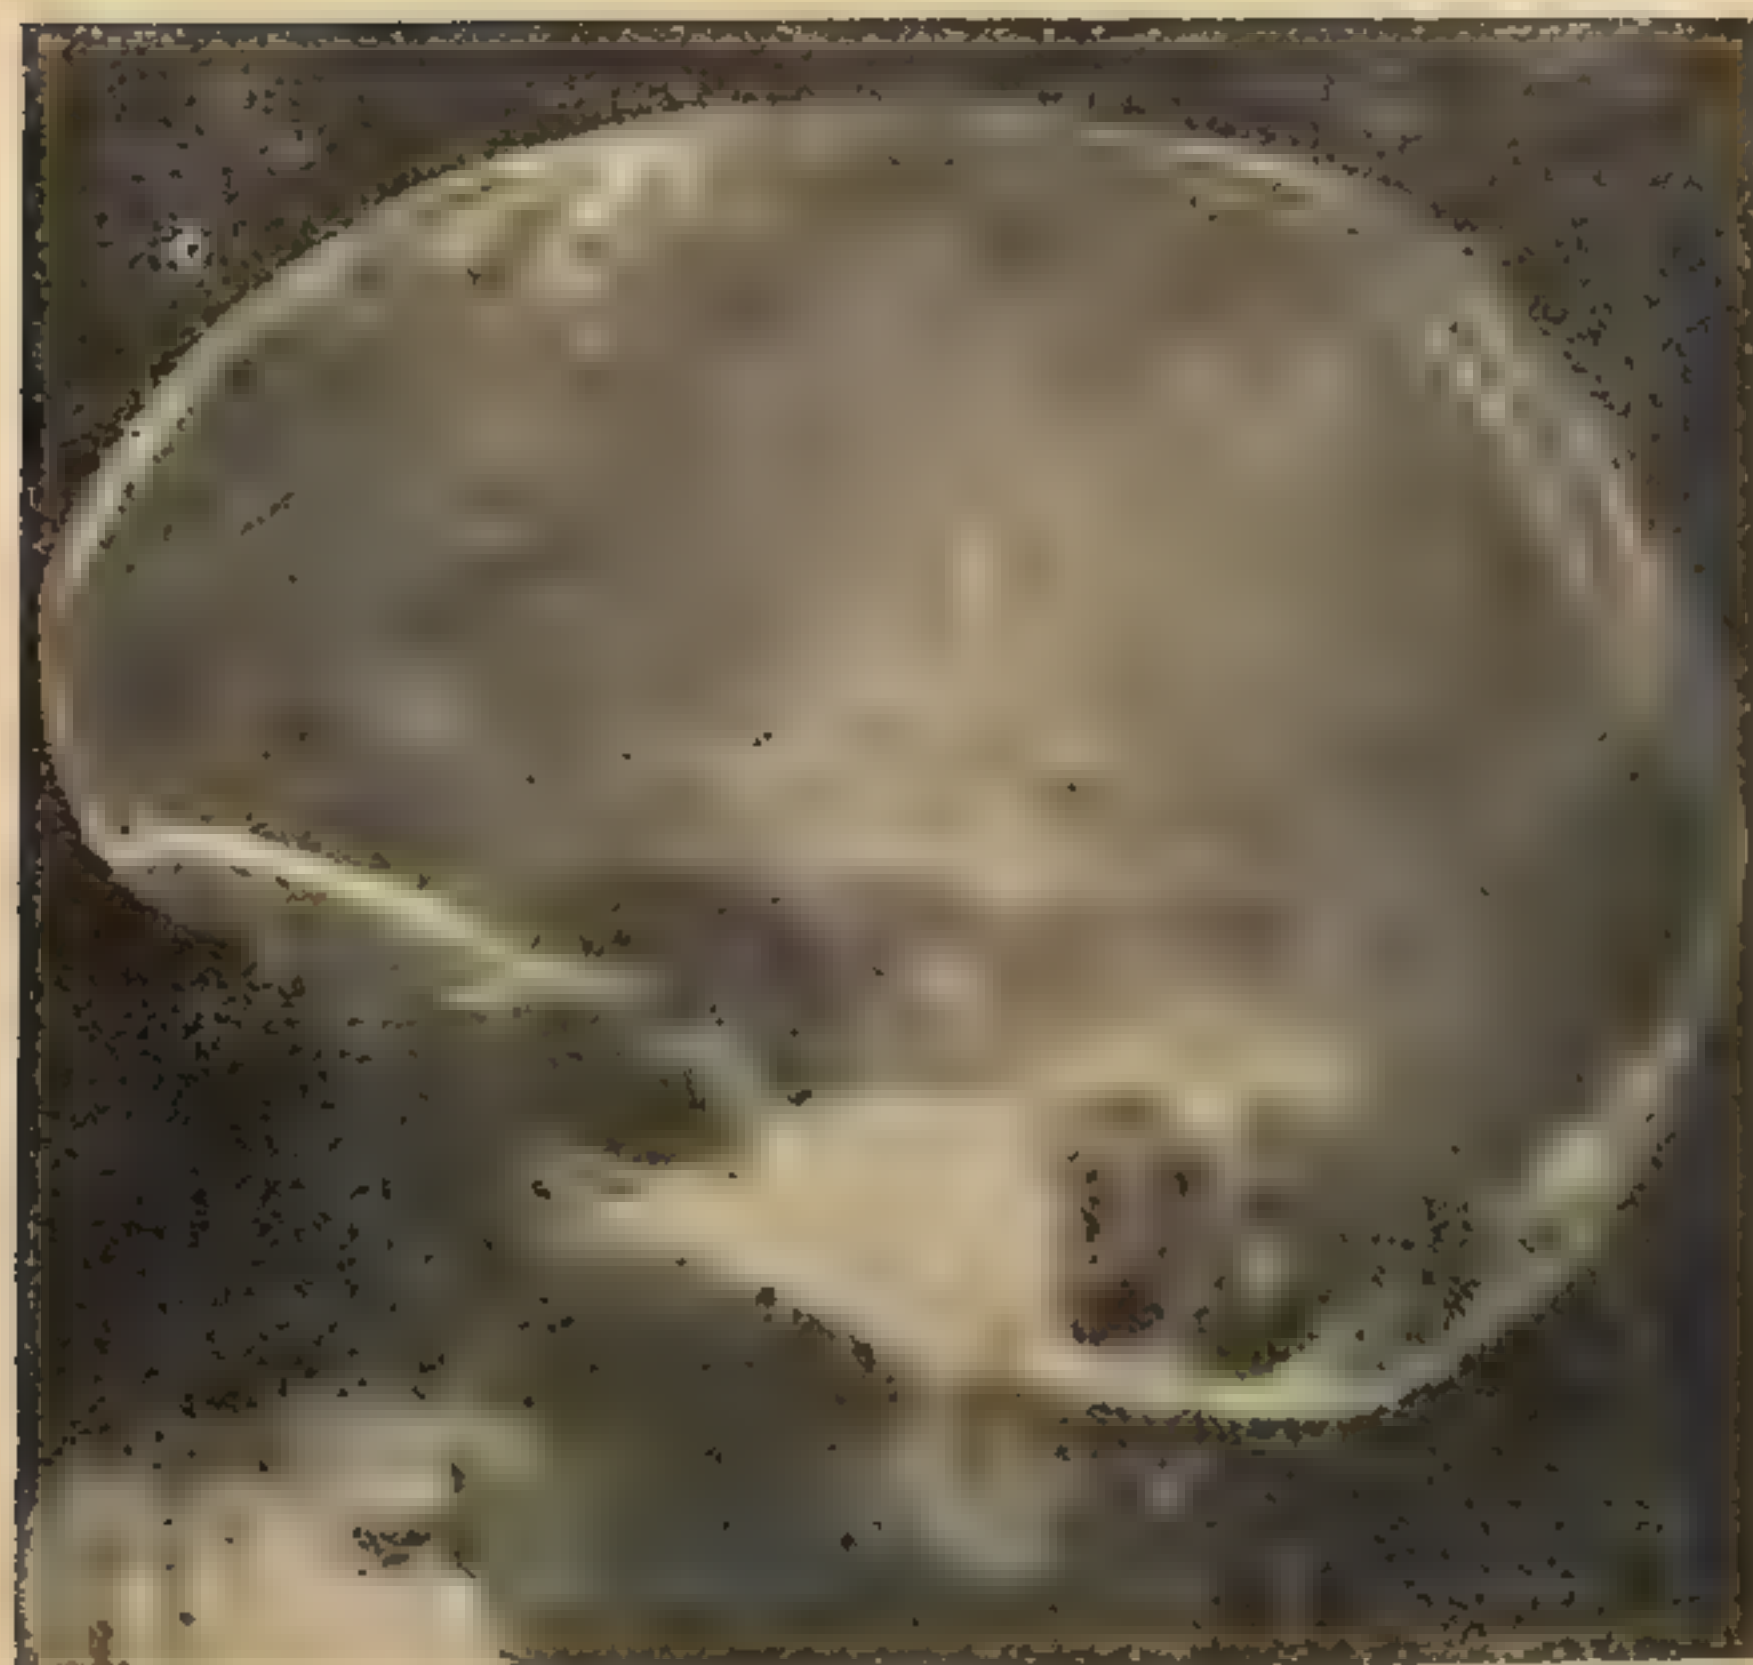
Таня К. 11 лет. Рентгенограммы черепа (фасный и левый профильный снимки). Микроцефалия. Форма черепа—долихоцефальная. Основание черепа уплощено. По ходу коронарного и ламбдовидного швов нерезкое обызвествление. Распространенные резкие пальцевые вдавления. На область теменной кости проецируются небольшие различной величины и формы участки обызвествления. Сосудистые тени резко усилены
